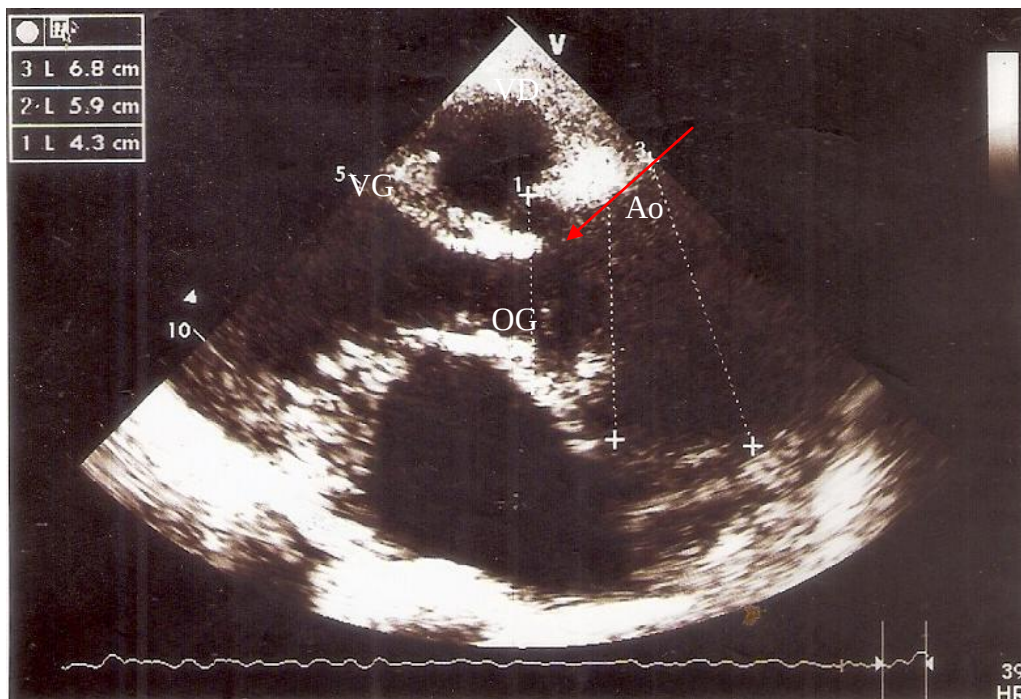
Echocardiographie parasternale grand axe objectivant une dilatation importante de l'aorte ascendante avec présence d'un voile intimal dans sa lumière (flèche rouge).
